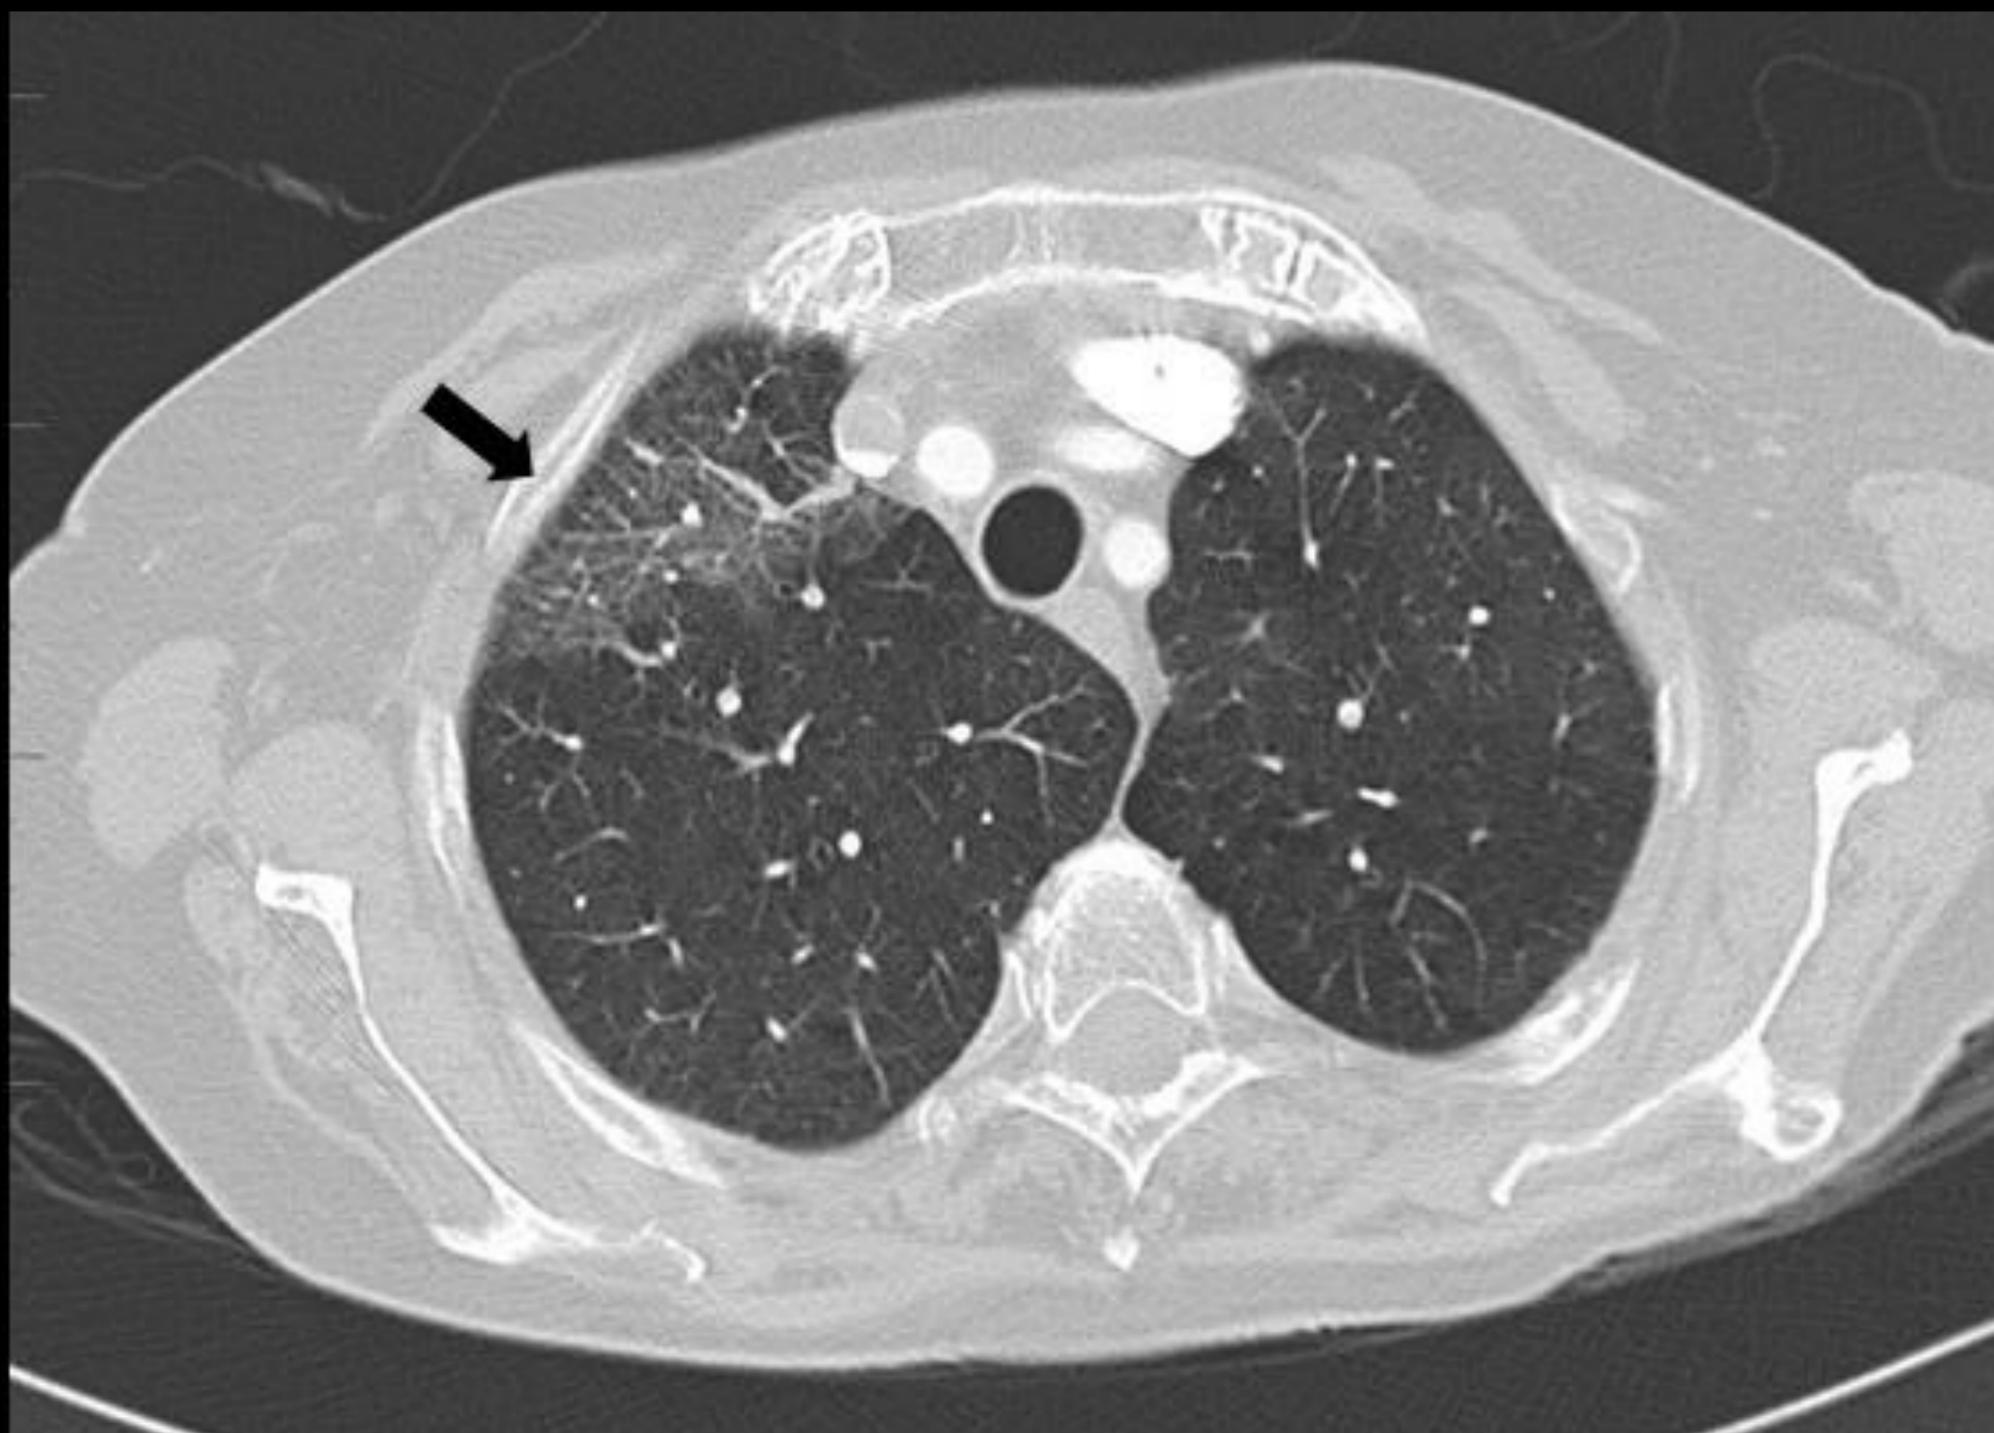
Imagen axial de TC torácica, ventana pulmonar. Opacidad en vidrio deslustrado en el segmento anterior de lóbulo superior derecho, de morfología triangular y base pleural, que corresponde a un infarto pulmonar en estadio inicial (flecha).
